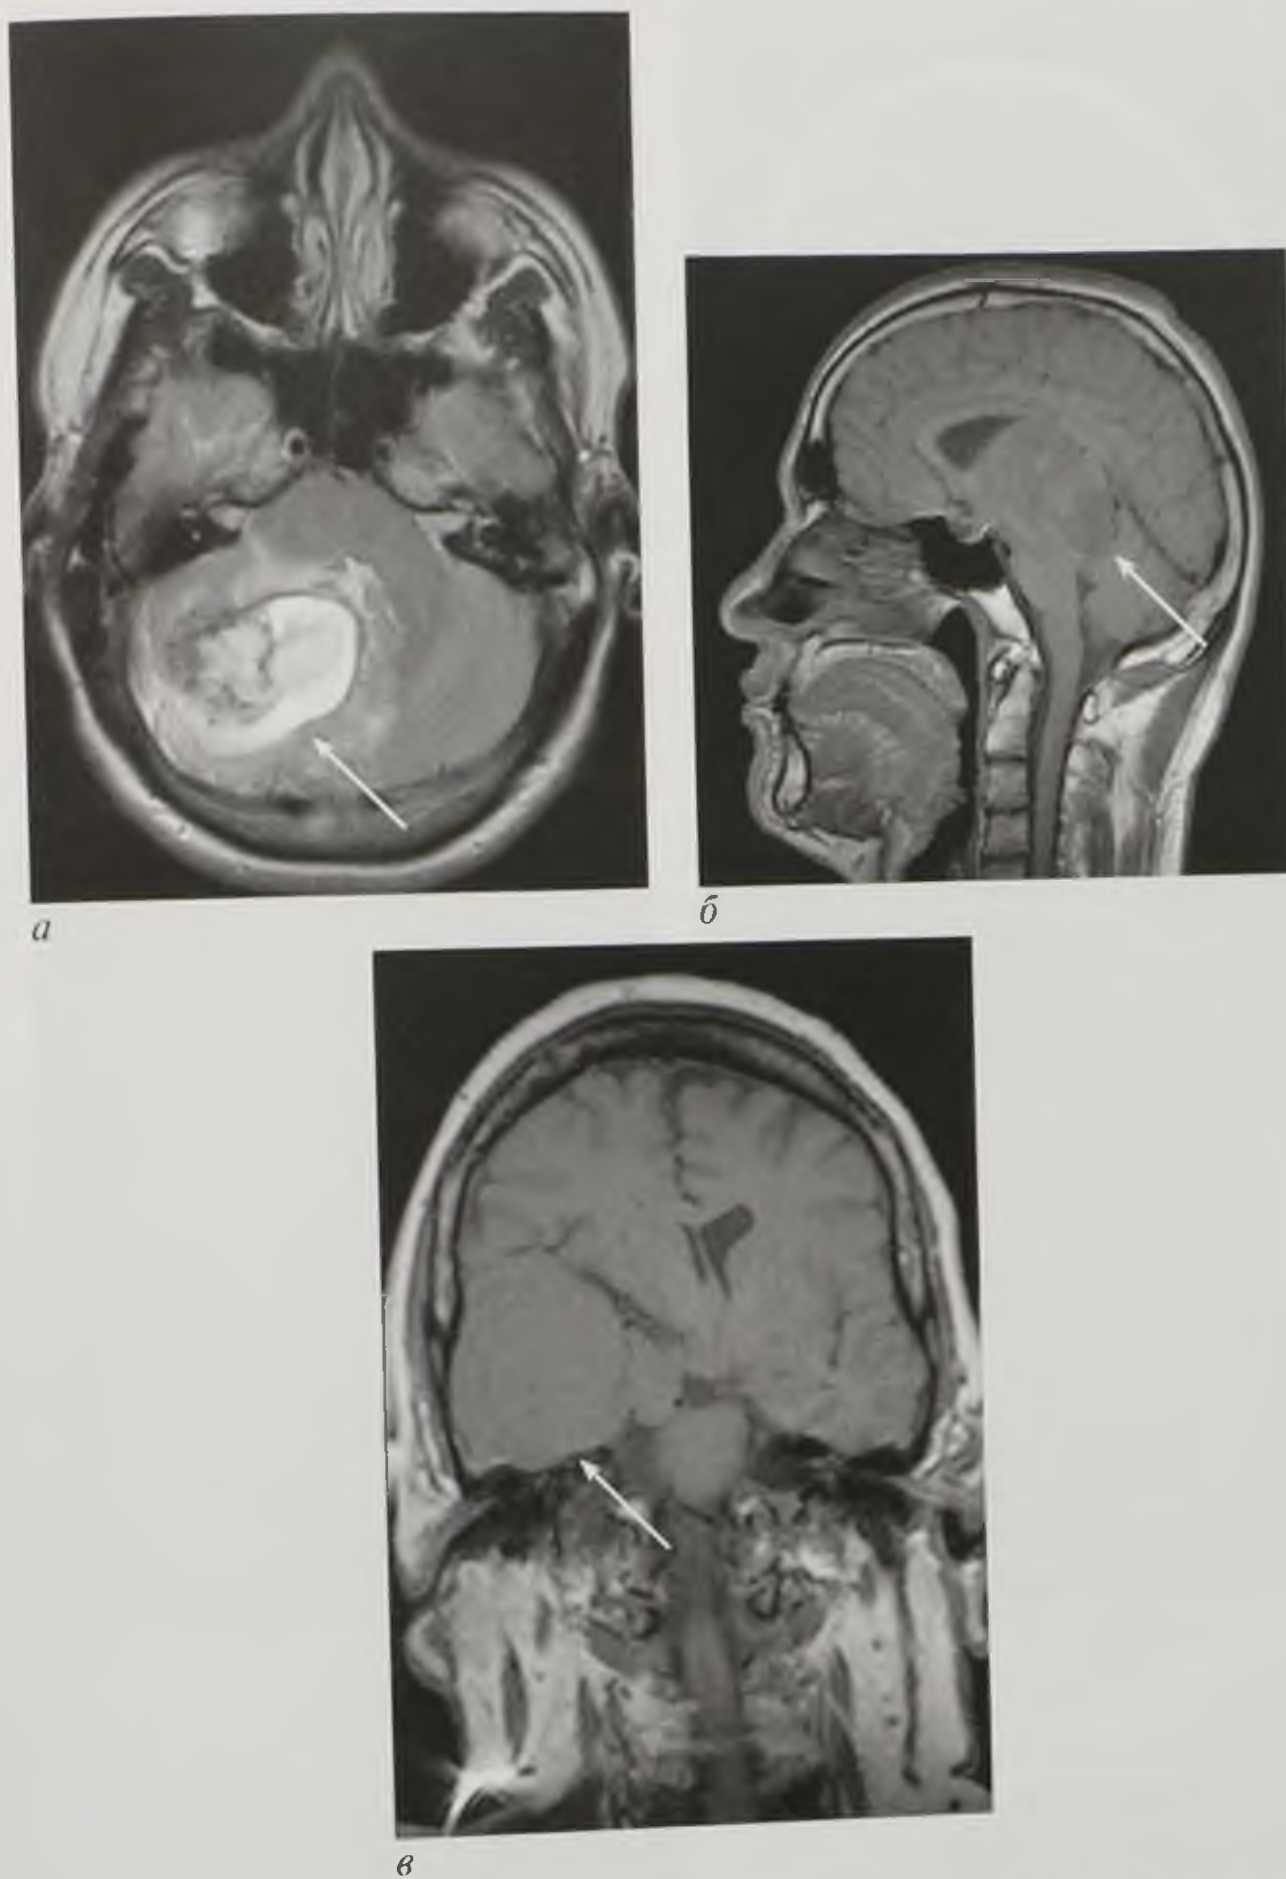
Магнитно-резонансные томограммы в аксиальной (*а*), сагиттальной (*б*) и фронтальной (*в*) плоскостях. Различная интенсивность магнитно-резонансного сигнала от опухолей (стрелки): гиперинтенсивный на T2-взвешенном изображении (*а*), гипоинтенсивный (*б*) и изоинтенсивный (*в*) на T1-взвешенном изображении
